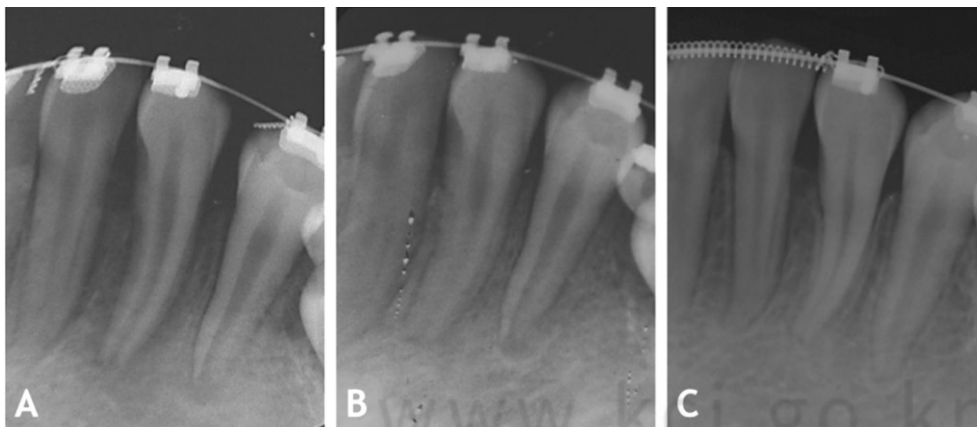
Periapical view after autotransplantation. A: 1 month later, B: 3 months later, C: 1 year later. The healing was uneventful for 1 year and we can observe apical closure and pulp canal obliteration.
